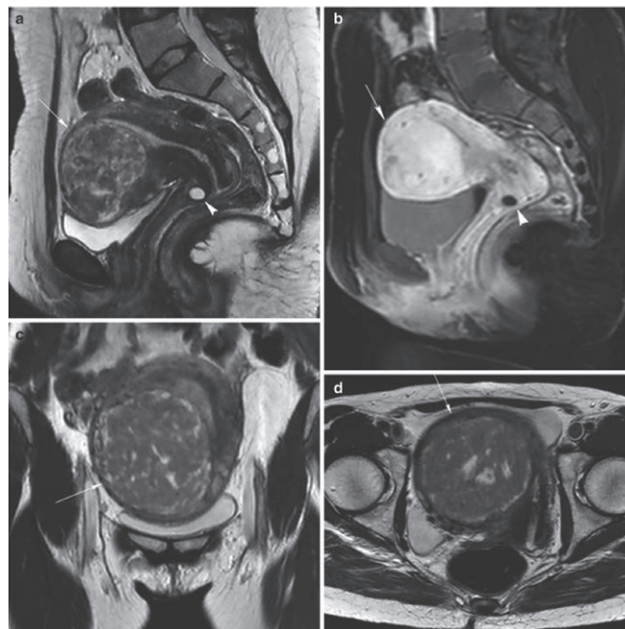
Дані МРТ-дослідження
